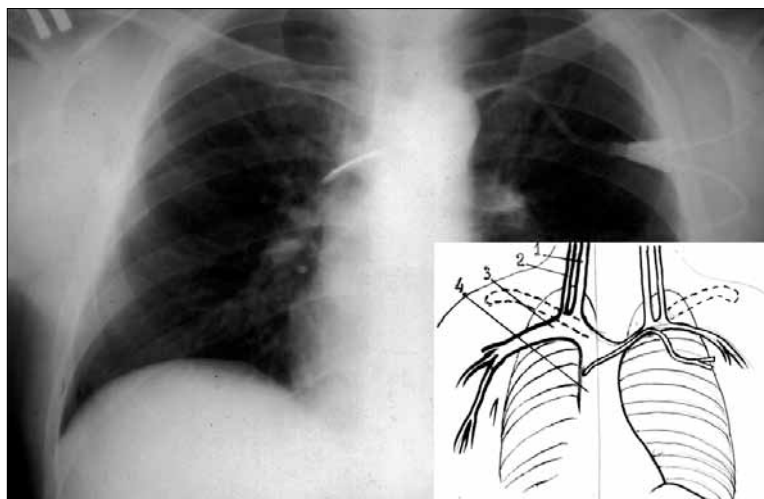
Рентгенограмма больного Ч.С.А.
